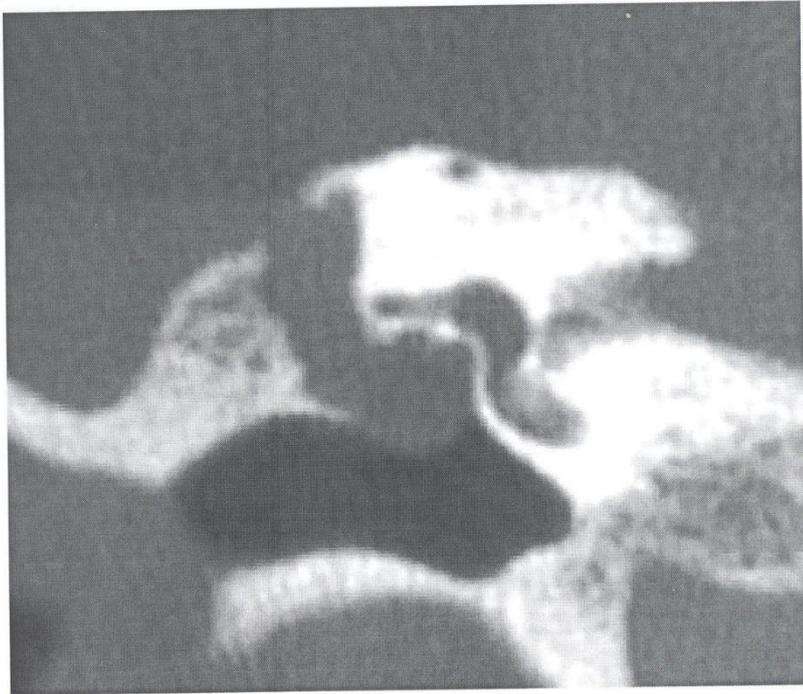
TDM oreille droite (coupe coronale) permettant de visualiser une lyse du tegmen au contact d'une opacité épitympanique. On peut également noter l'aspect déminéralisé de la coque osseuse de la 2e portion du canal facial, ainsi que l'envahissement de la fosse ovale et l'absence de structure ossiculaire identifiable.
